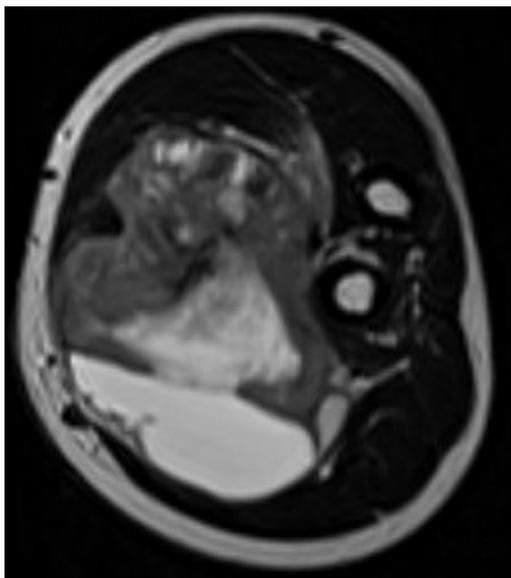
RMN piano assiale
